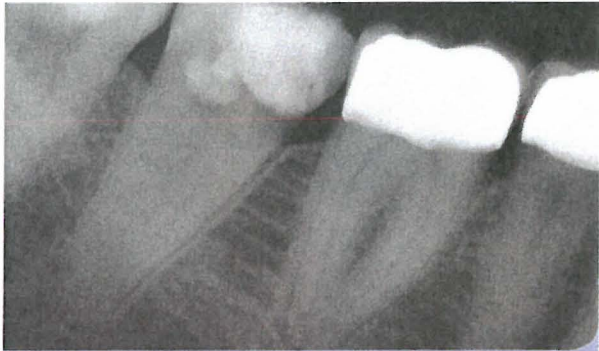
Zahn 47: Röntgenübersichtsaufnahme.
